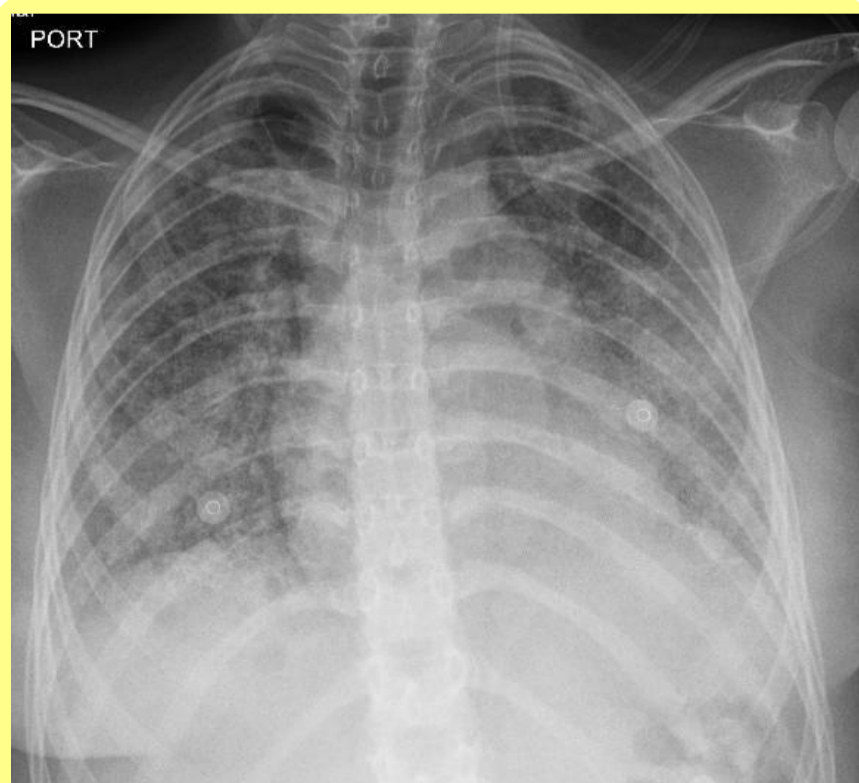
Radiografía de Torax de ingreso
